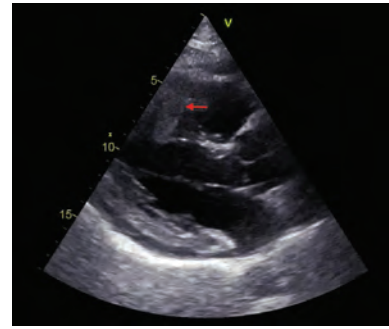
Transthoracic echocardiogram showed myocardial mass extending to right and left ventricular cavity (narrow).
